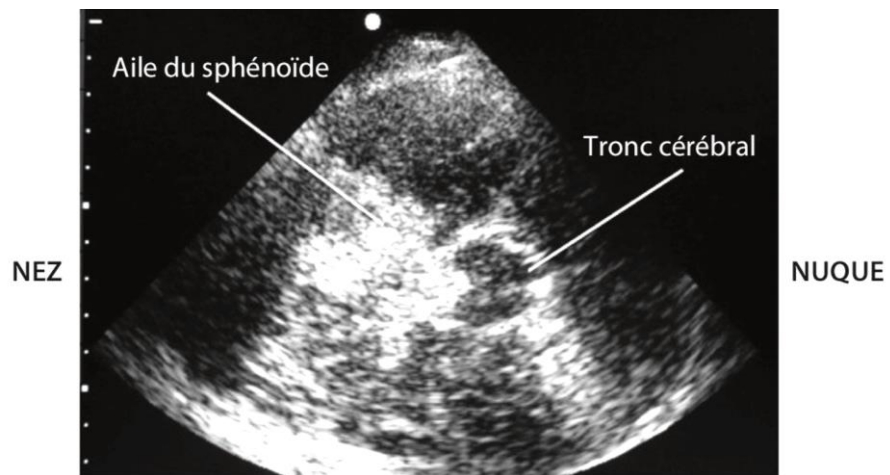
Repérage échographique des structures anatomiques au cours du Doppler transcrânien [22]
